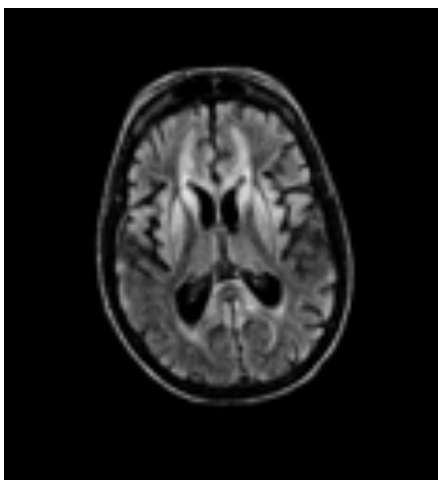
Paciente en coma secundario a parada cardiorrespiratoria prolongada. Se observaban hiperintensidades difusas en ganglios basales, cuerpo calloso en secuencias potenciadas en T2 FLAIR y en DWI, sugestivas de encefalopatía hipóxico isquémica.
